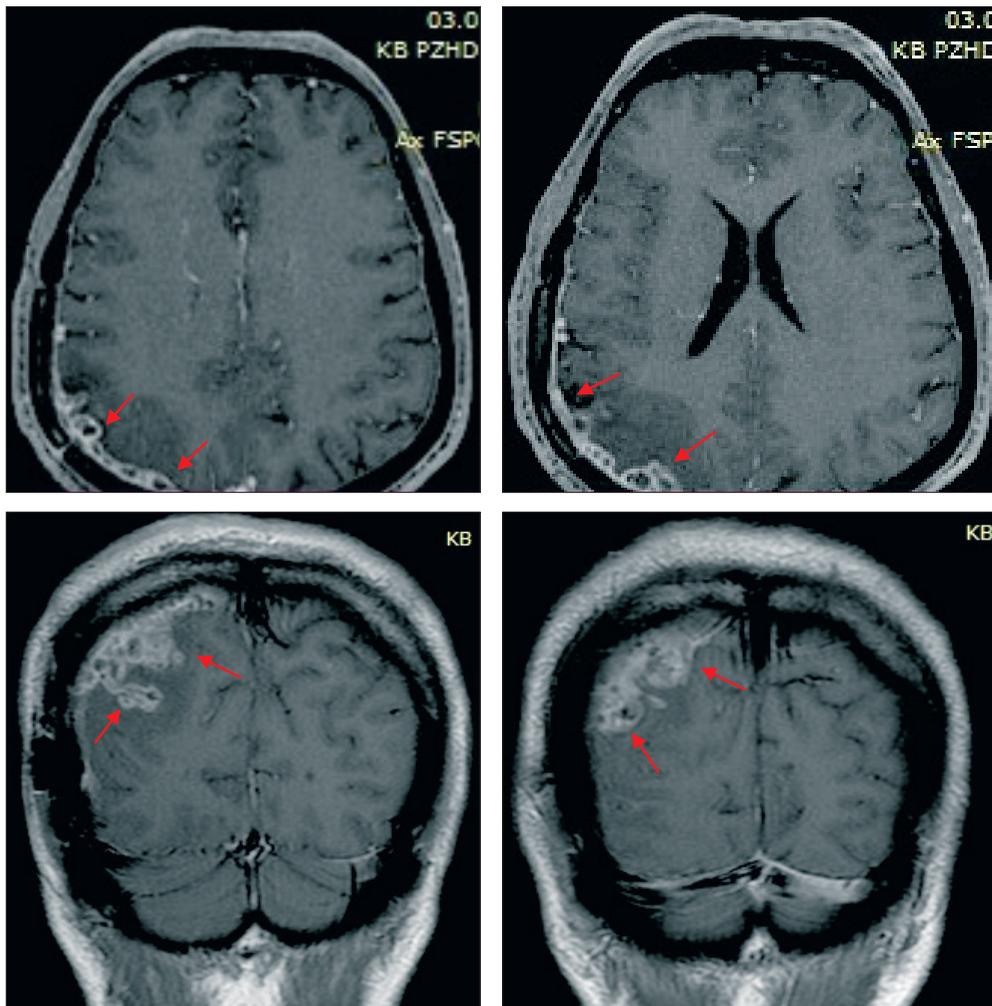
МРТ головного мозга в режиме T1-ВИ с парамагнетиком. Отмечается увеличение количества кист альвеококка по конвексальной поверхности правой теменной доли
